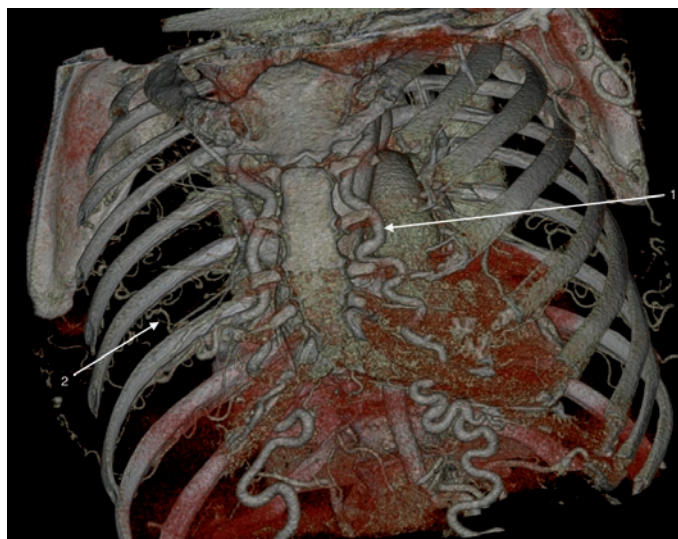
КТ-аортография. 3D – реконструкция. 1 – расширенные внутренние грудные артерии. 2 – расширенные межреберные артерии [собственные данные]
